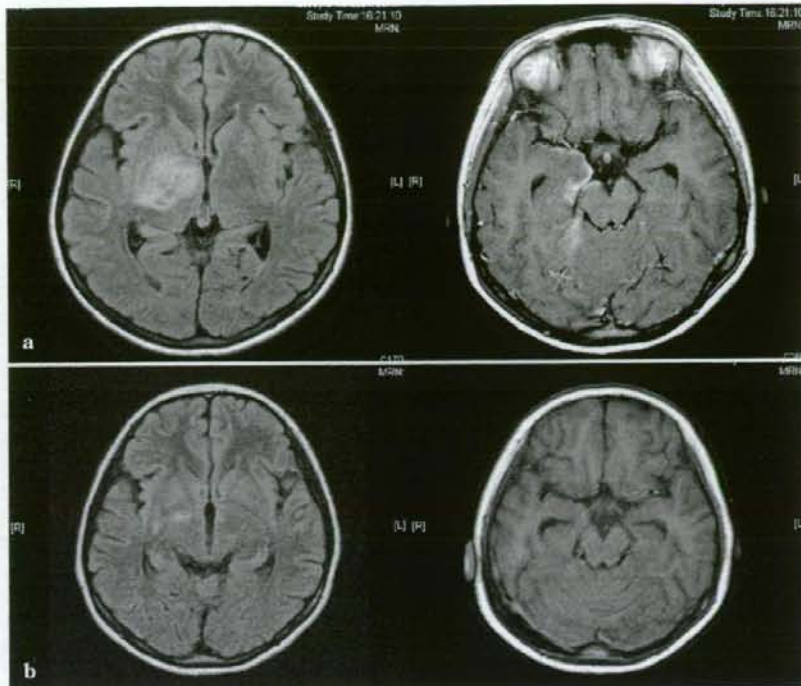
MRI (左: FLAIR, 右: 造影 T1 強調)
